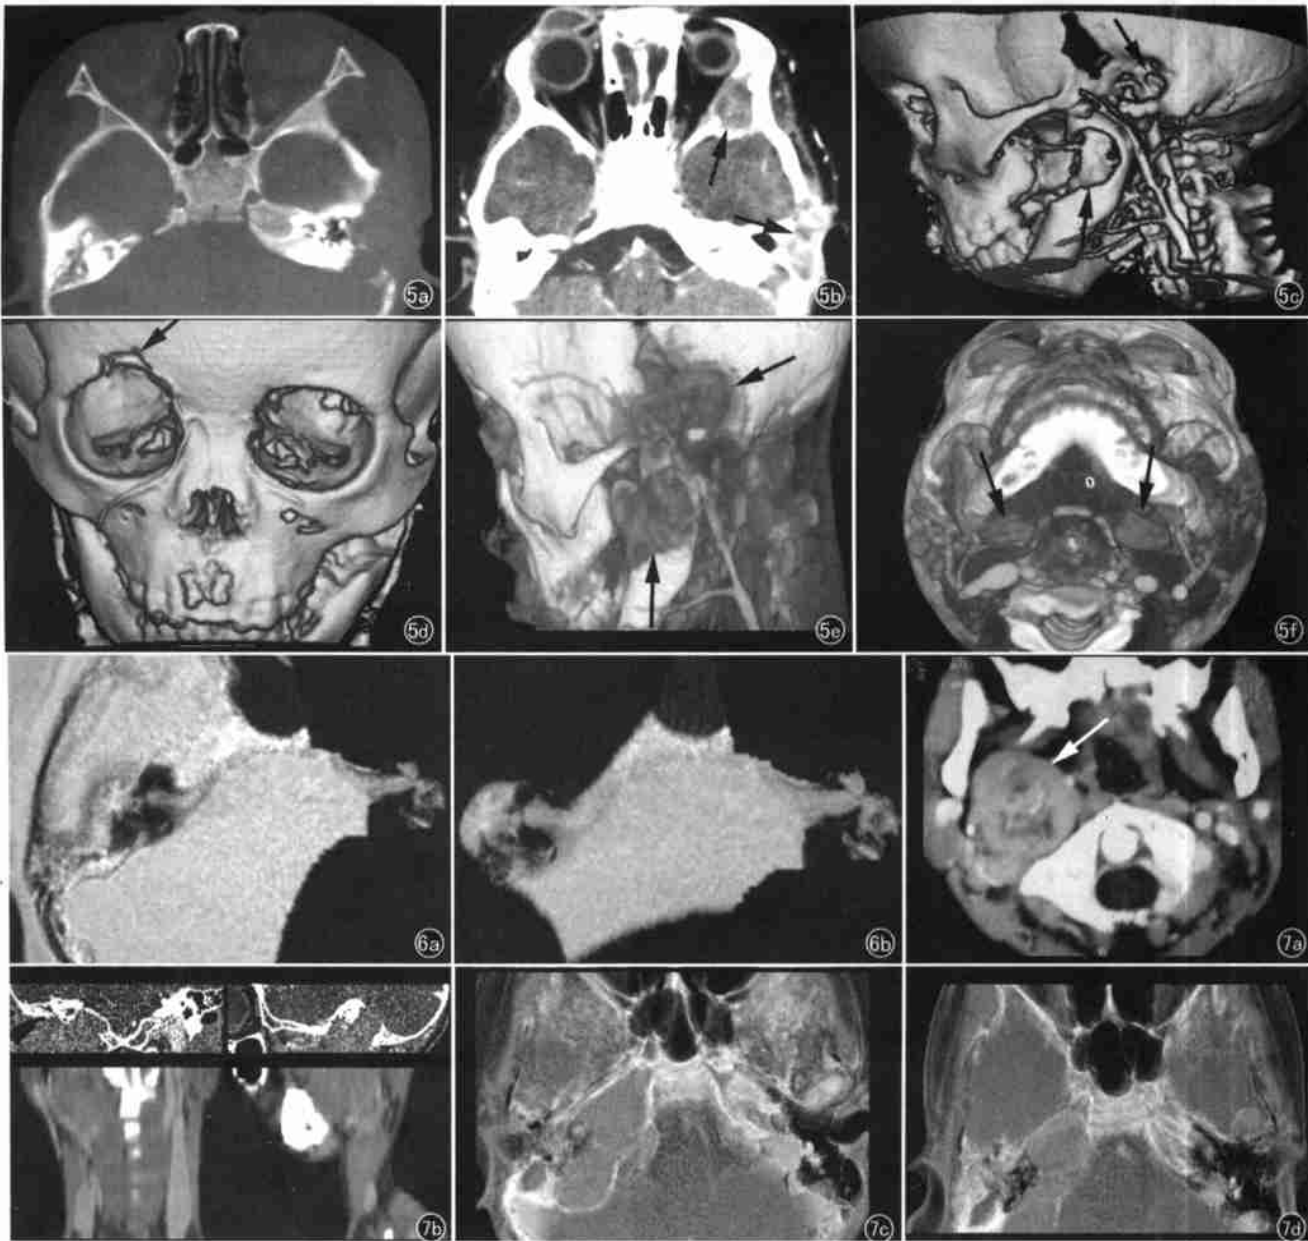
双眼及左耳嗜酸性肉芽肿。a) CT 横断面平扫图; b) CT 增强示右眼睑及左眼眶、耳部各见一肿块(箭), 边界清楚, 伴左眼眶和中耳乳突骨质破坏; c) MSCT 三维重组侧面观, 立体地显示左下颌骨及外耳孔均有骨质破坏(箭), 但未累及颈内动脉; d) MSCT 三维重组眶面部正面观, 示右眼眶上缘软组织肿块及邻近眶上缘骨质破坏(箭); e) MSCT 三维重组图像侧面观, 用彩色可更清晰显示左外耳及其周围、下颌骨升支较大肿块(箭); f) MSCT 三维重组图像下面观, 双侧颌下淋巴结肿大(箭), 左侧稍著。
